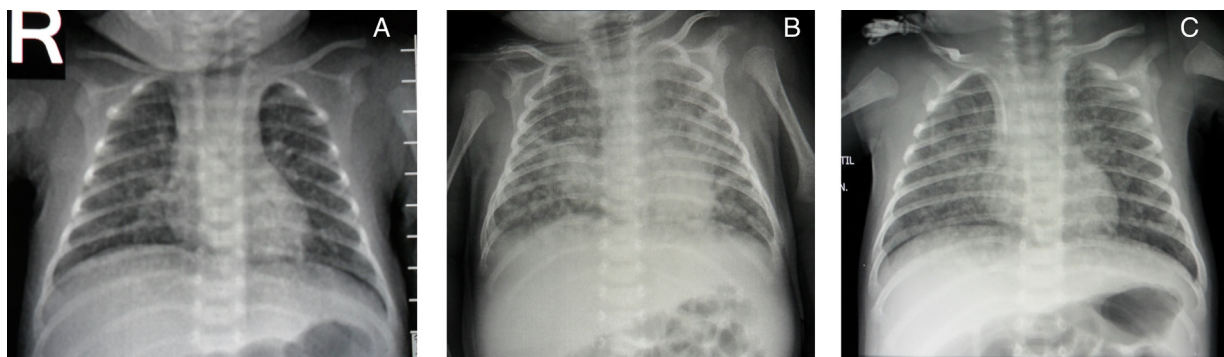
Radiografías de tórax con patrón miliar.
